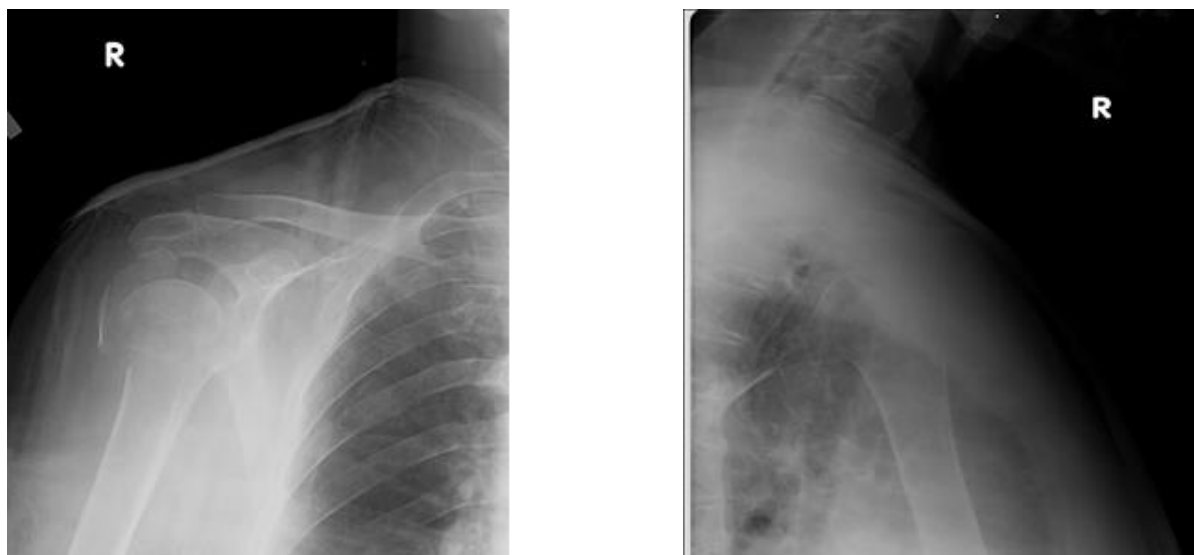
Рентгенограммы пациента С. в прямой и трансторакальной проекциях при поступлении
